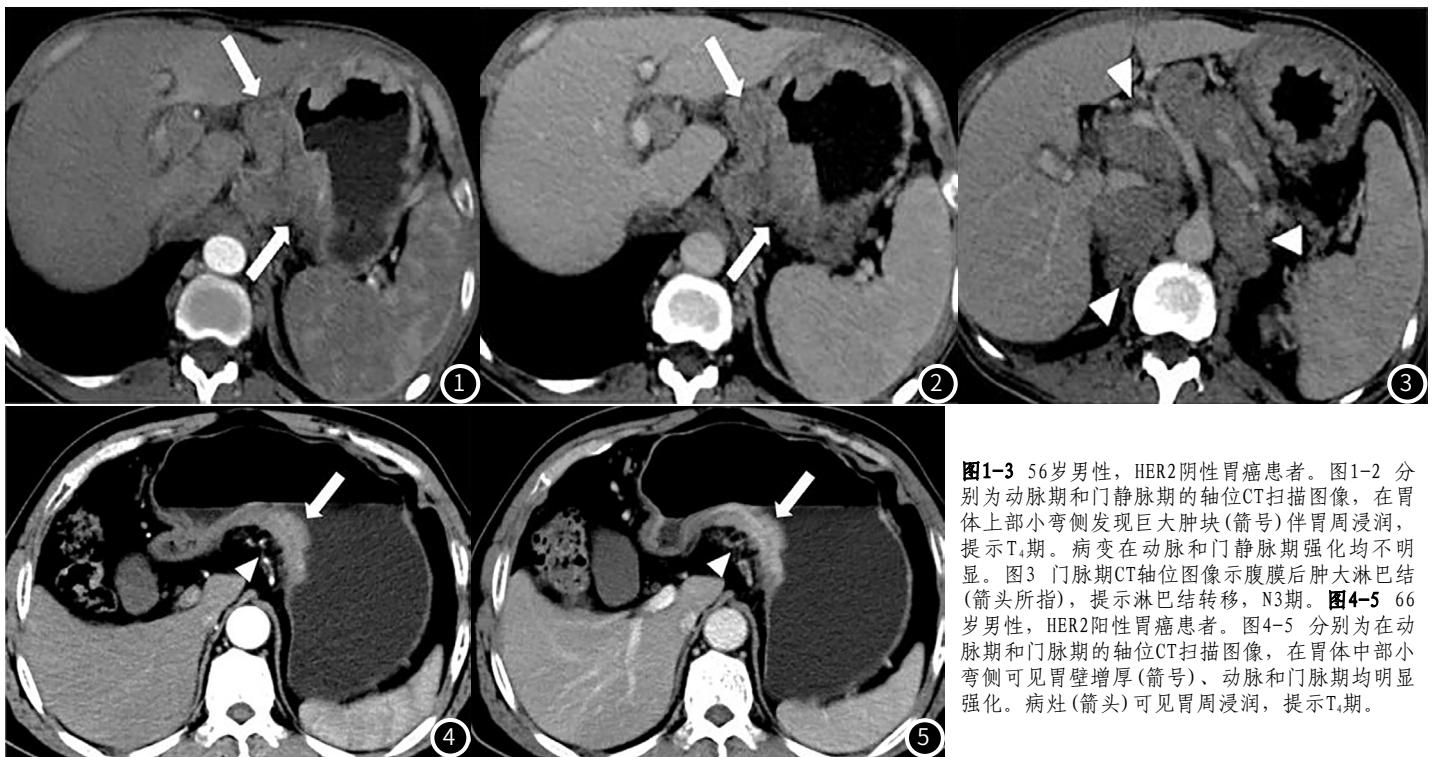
56岁男性, HER2阴性胃癌患者。图1-2 分别为动脉期和门静脉期的轴位CT扫描图像, 在胃体上部小弯侧发现巨大肿块(箭号)伴胃周浸润, 提示T<sub>4</sub>期。病变在动脉和门静脉期强化均不明显。图3 门脉期CT轴位图像示腹膜后肿大淋巴结(箭头所指), 提示淋巴结转移, N3期。图4-5 66岁男性, HER2阳性胃癌患者。图4-5 分别为在动脉期和门脉期的轴位CT扫描图像, 在胃体中部小弯侧可见胃壁增厚(箭号)、动脉和门脉期均明显强化。病灶(箭头)可见胃周浸润, 提示T<sub>4</sub>期。
